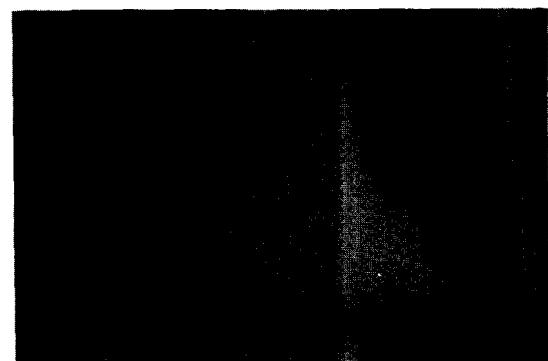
Normal chest roentgenogram made 4 months after operation.
